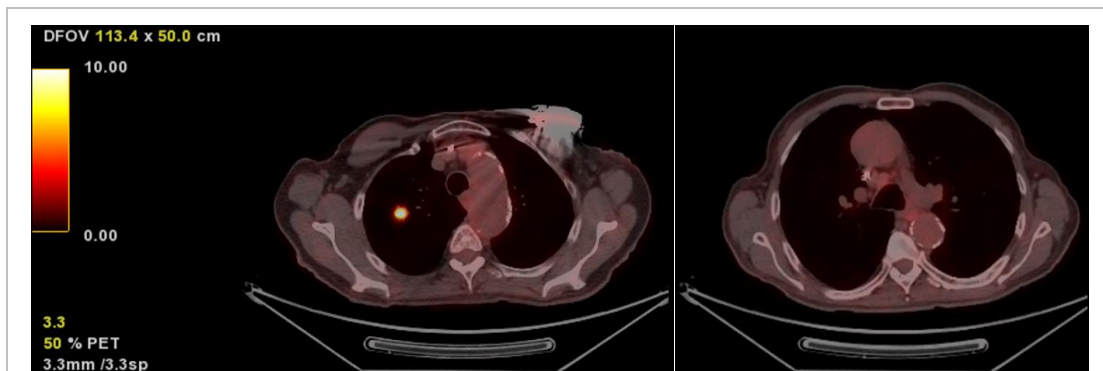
PET-TC on s'aprecia un nòdul pulmonar sòlid intensament hipermetabòlic a lòbul superior dret, amb lleu fixació de FDG a l'adenopatia paratraqueal dreta baixa. (Font pròpia)
